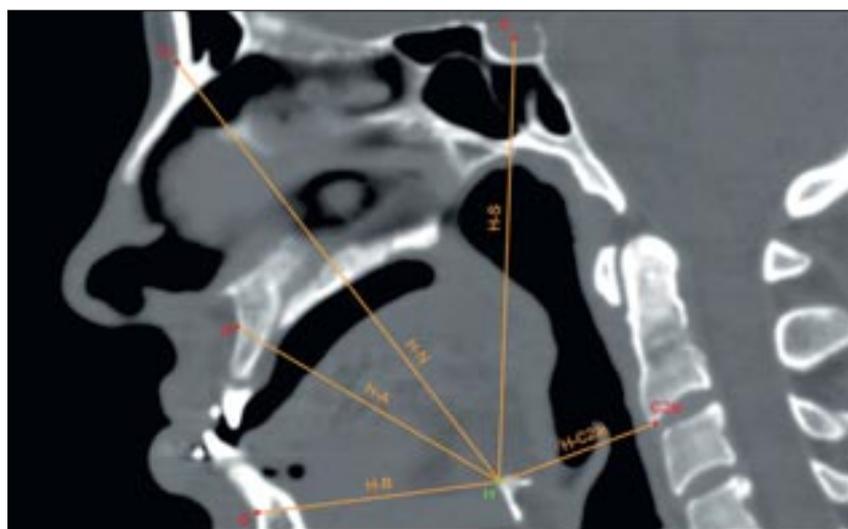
Компьютерная томограмма. Мультипланарная реконструкция (MPR). Косоагиттальная проекция. Линейные измерения, характеризующие положение подъязычной кости.
